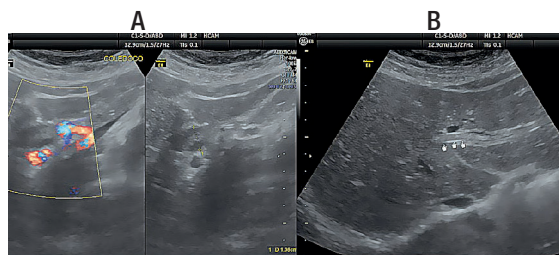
Ultrasonido Abdominal. Conducto colédoco a nivel del hilio dilatado (13mm). B: Imagen lineal ecogénica en su interior (imagen en doble riel).
